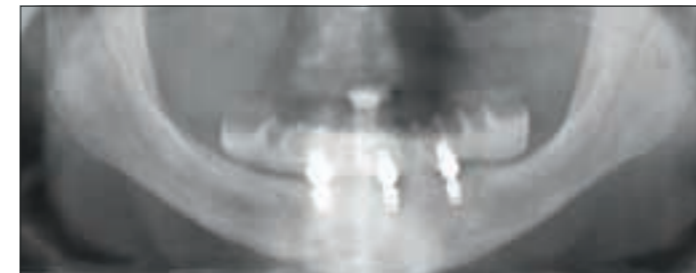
Mit der abschließenden Röntgenkontrolle kann man den präzisen Sitz der Teleskopkronen prüfen.
